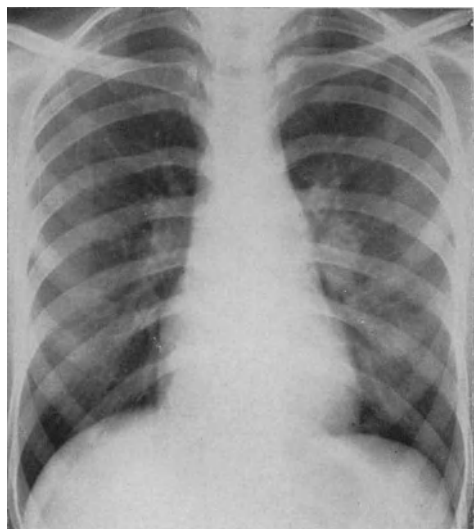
Röntgenaufnahme einer 18jährigen Patientin, die vor 1 $\frac{1}{2}$ Jahren an Basedow erkrankte. Sie zeigt ein vertikal gestelltes Herz mit leicht vorgewölbtem linkem, mittlerem Bogen und einem in Entwicklung begriffenen Prozeß des linken Hilus. Geräusche waren nicht zu vernehmen.
